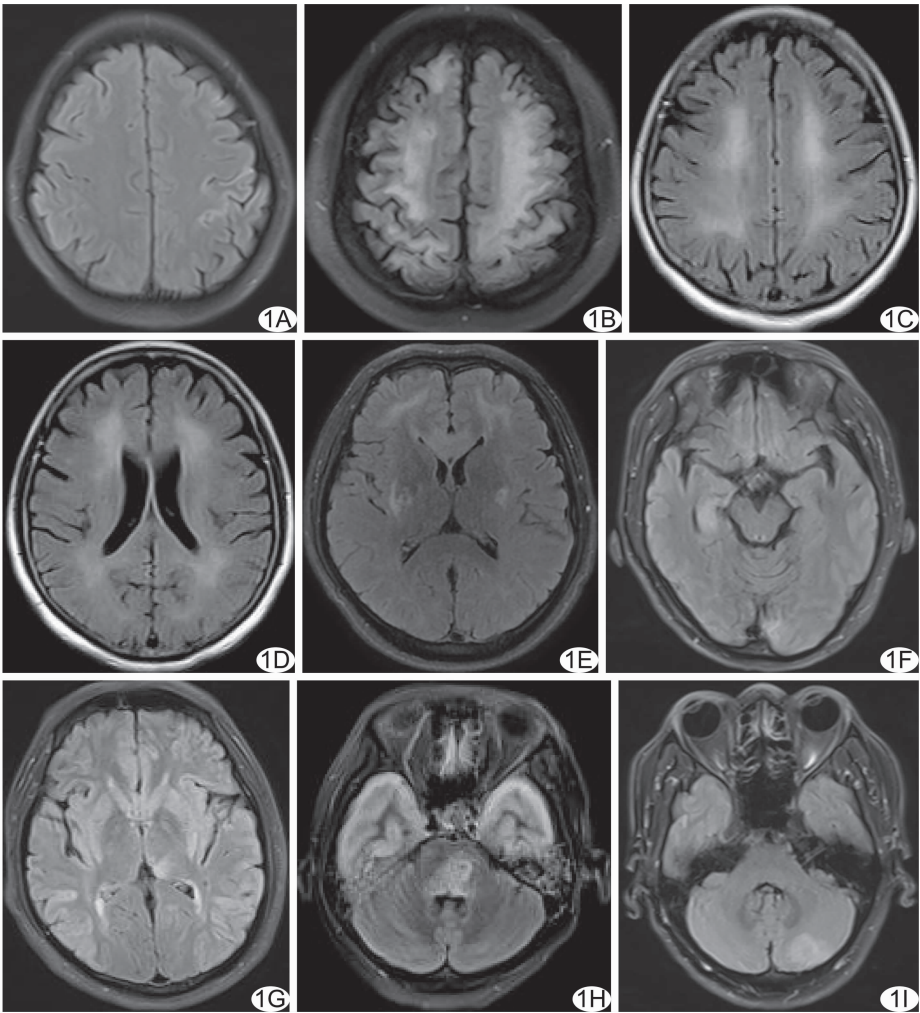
FLAIR 序列图像显示病变累及部位 A. 左侧额顶叶皮层 FLAIR 高信号; B. 双侧额顶叶皮层下白质 FLAIR 高信号; C. 双侧大脑深部白质 FLAIR 高信号; D. 双侧侧脑室前后角周围白质 FLAIR 高信号; E. 双侧额叶皮层下白质、胼胝体膝部、基底核 FLAIR 高信号; F. 右侧海马 FLAIR 高信号; G. 左侧丘脑 FLAIR 高信号; H. 桥脑 FLAIR 高信号; I. 左侧小脑半球 FLAIR 高信号
